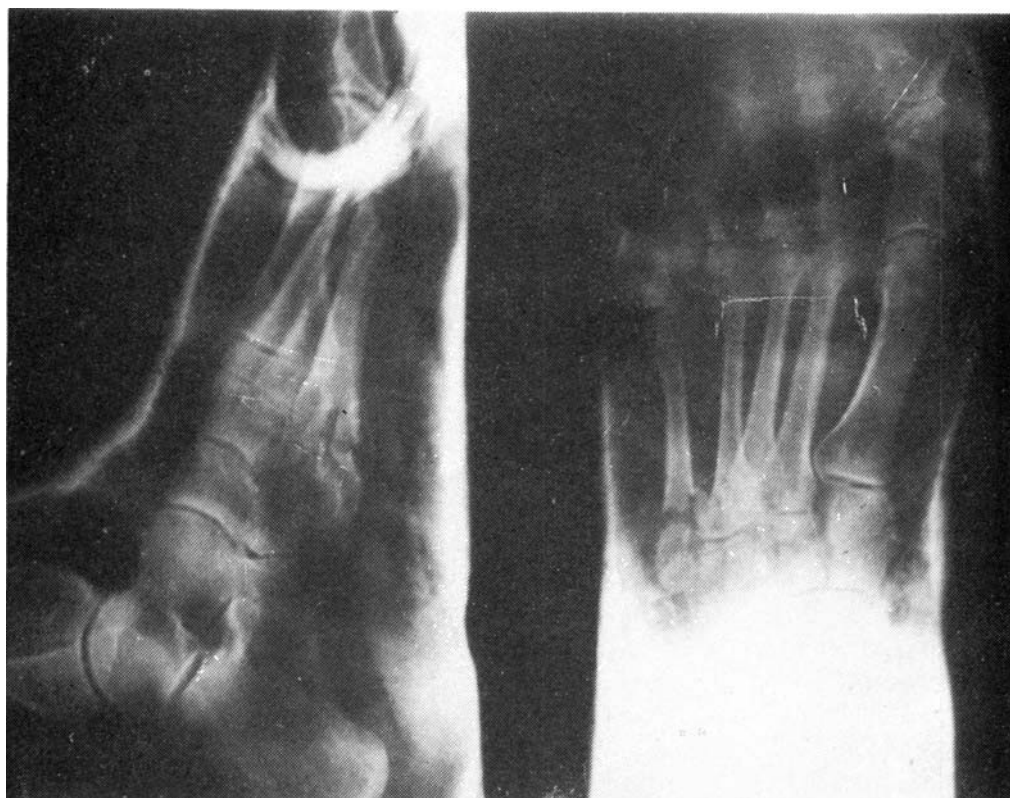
Radiografía antero-posterior y lateral tras la reducción.
